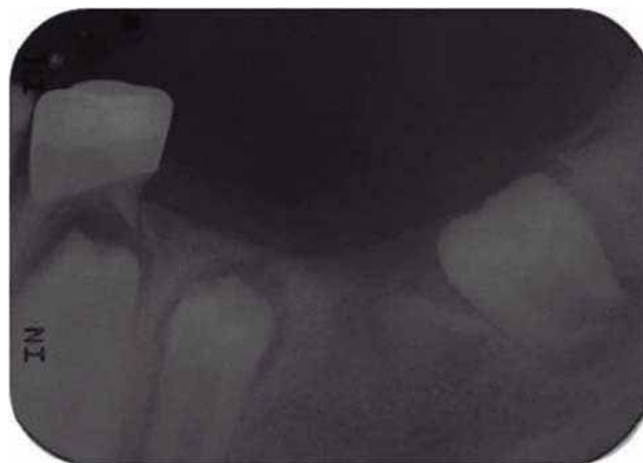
Periapical radiograph five months after the enucleation.
